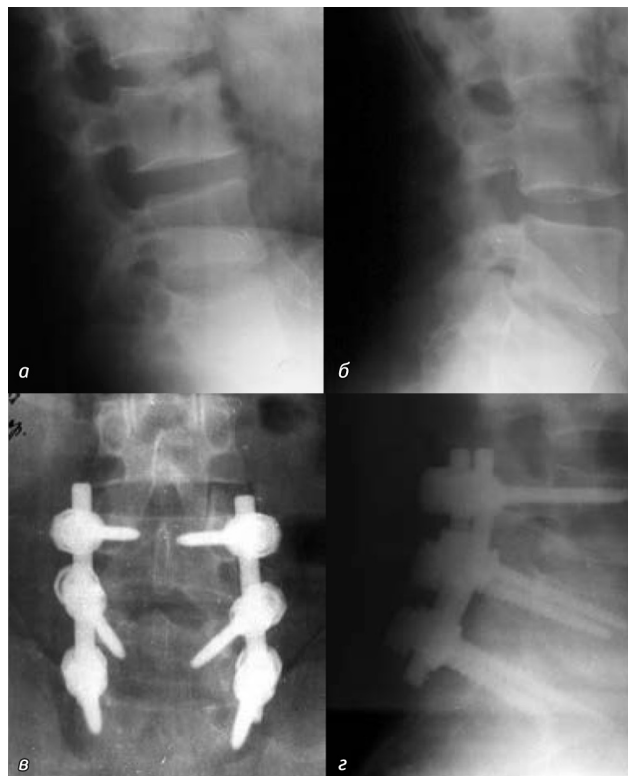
Фотовідбитки рентгенограм після первинного втручання (а, б) та після повторного оперативного втручання на рівнях  $L_{IV}-L_V$  та  $L_V-S_1$  (в, г)
